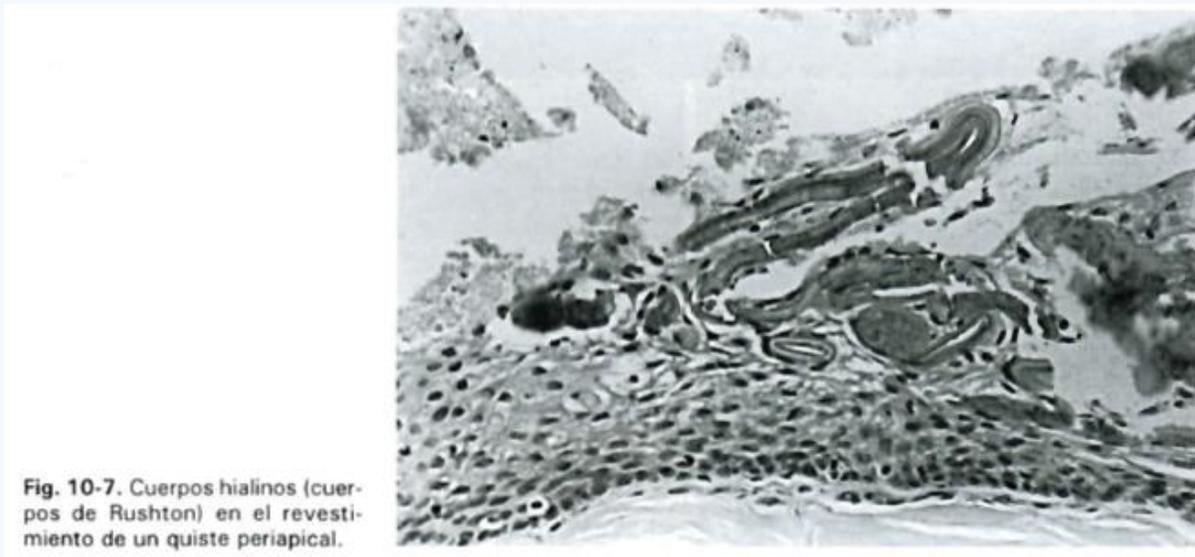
Cuerpos hialinos (cuerpos de Rushton) en el revestimiento de un quiste periapical.
